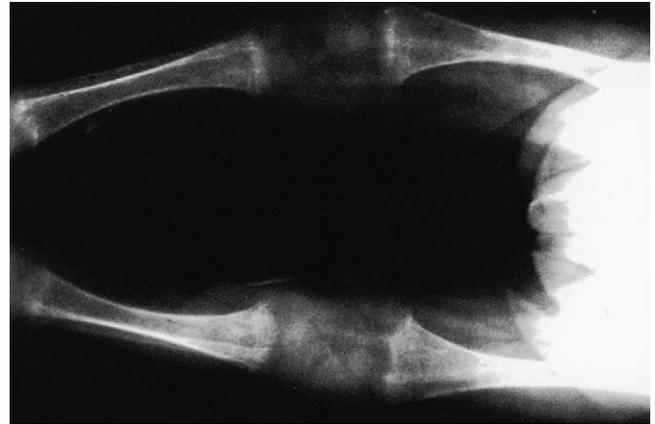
Radiographie des membres inférieurs de face à huit mois : élargissement des épiphyses en toit de pagode, aspect flou et sale des métaphyses.
